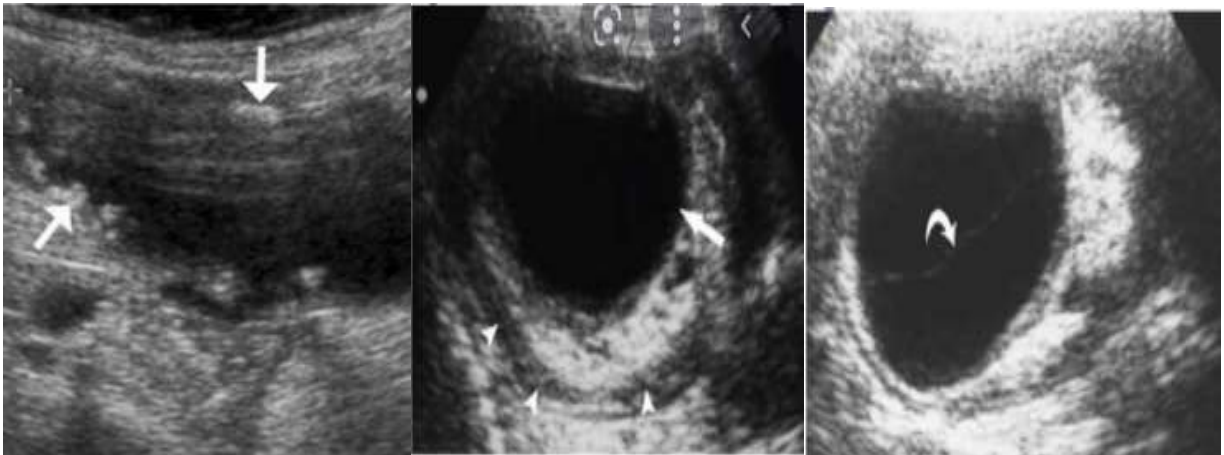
Image échographique d'un mucocèle appendiculaire
